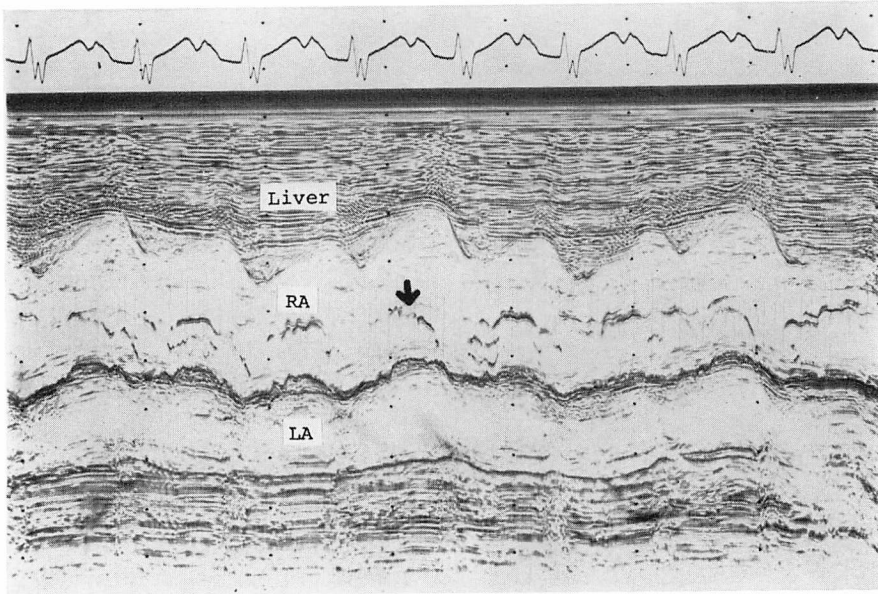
M-mode echocardiogram of the Chiari's network of Case 9.
